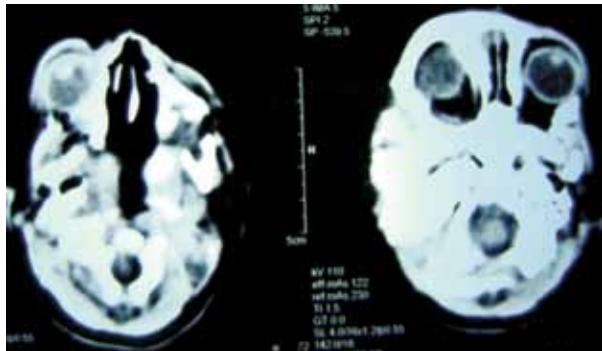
Tomografía craneal: microoftalmia izquierda.
